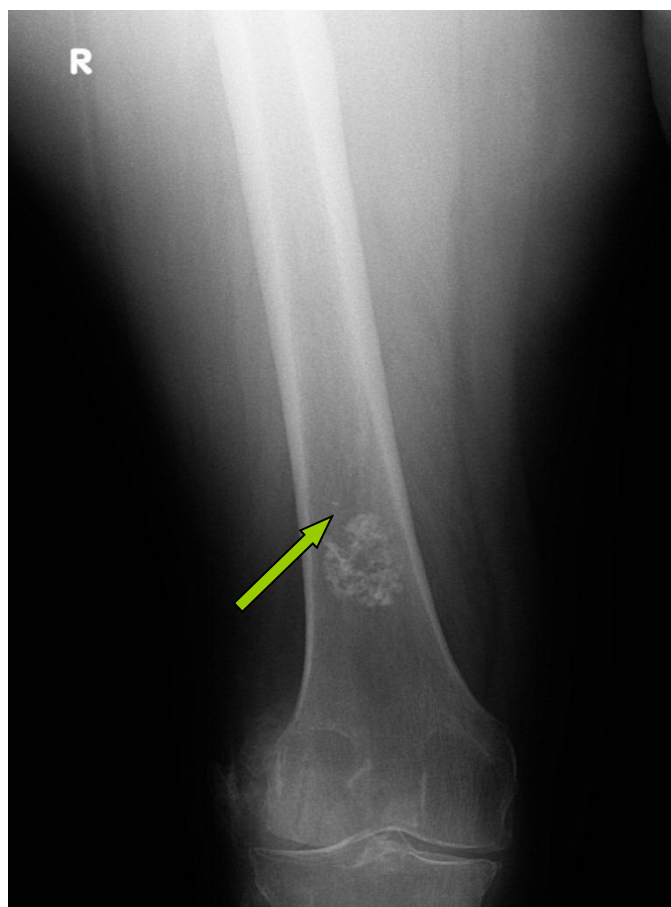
Рентгенограмма правого бедра больной А.
